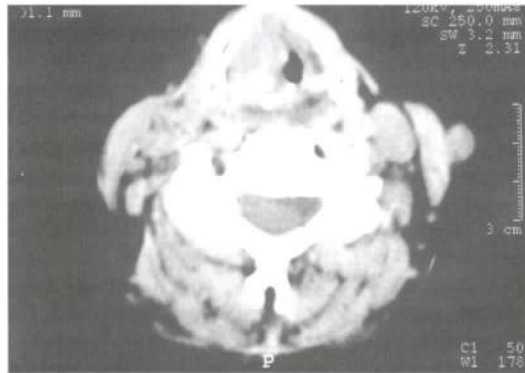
Corte de TAC en el que se observa la masa tumoral de hemilaringe derecha.
